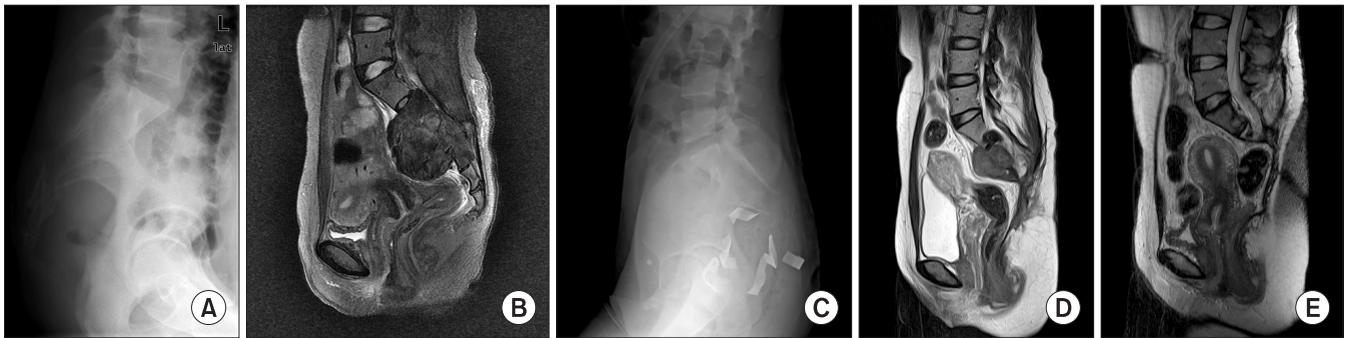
Thirty one-year-old woman suffered from radiating pain for four months. (A) Pre-operative lateral X-ray and (B) pre-operative T2 weighted MRI show giant cell tumor at S2-S4 level. (C) Immediate post-operative X-ray shows packed gauzes due to massive intra-operative bleeding. (D) 4 years later after the operation, MRI shows excised coccyx at first operation and remnant tumors. So, re-curettage was performed. (E) 5 years after the first operation, T2 weighted MRI shows no residual or recurrent tumor.
